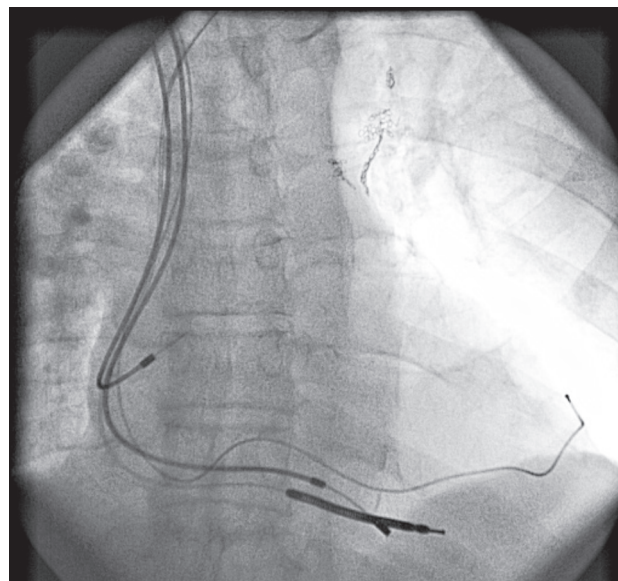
Рентгенограмма сердца пациента Ш., 63 лет. Представлены имплантированные предсердный, лево- и правожелудочковый эндокардиальные электроды кардиоресинхронизирующего устройства и правожелудочковый электрод кардиовертера-дефибриллятора
